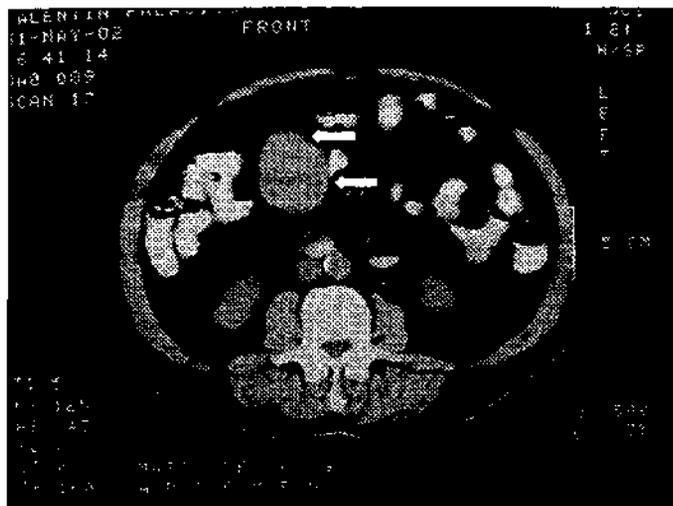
Se observa en este corte de TC, imagen correspondiente a la tumoración a expensas de asas intestinales (Flechas).
